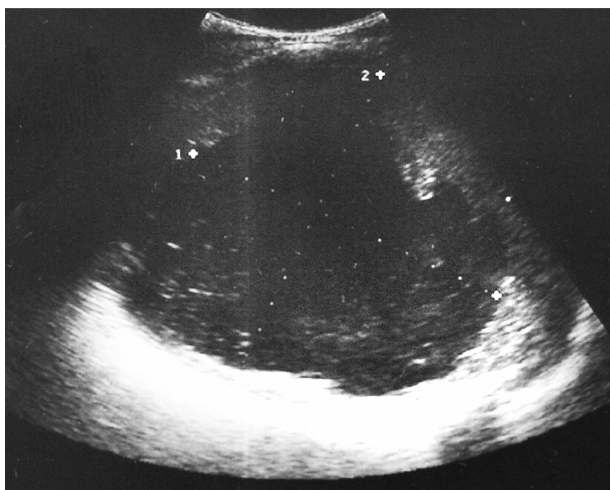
УЗИ. Лимфангиома селезенки: видны септы и неоднородное содержимое кисты
